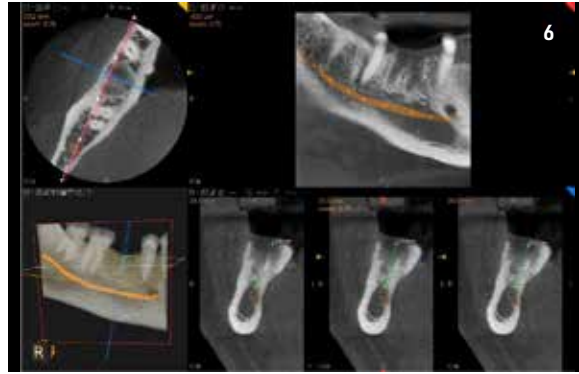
Cone beam computed tomography (CBCT) con CS 9300® (Carestream). Misurazioni lineari preliminari alla scelta dell'impianto.
